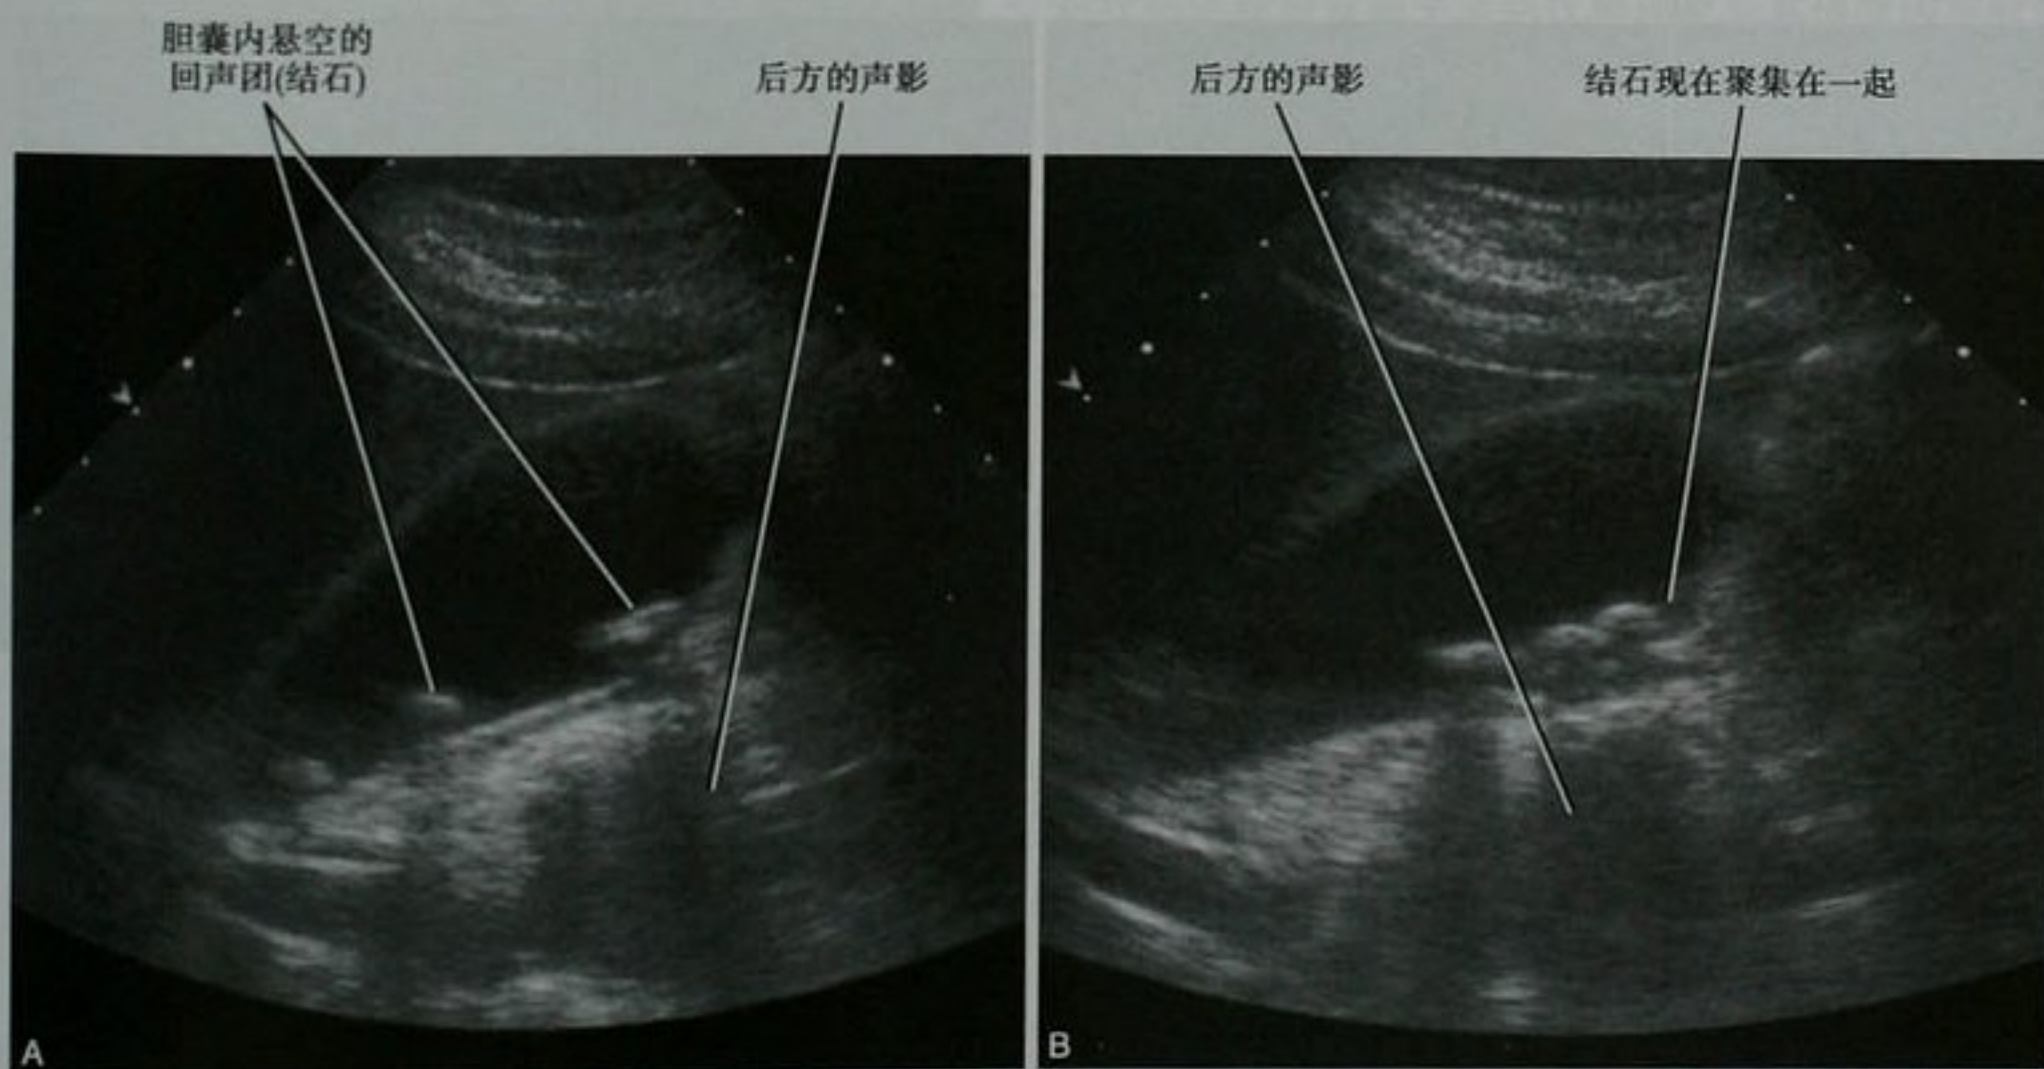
改变患者体位至左侧卧位后的即刻超声图像(A)和几秒后的图像(B)显示胆囊内结石的活动度
